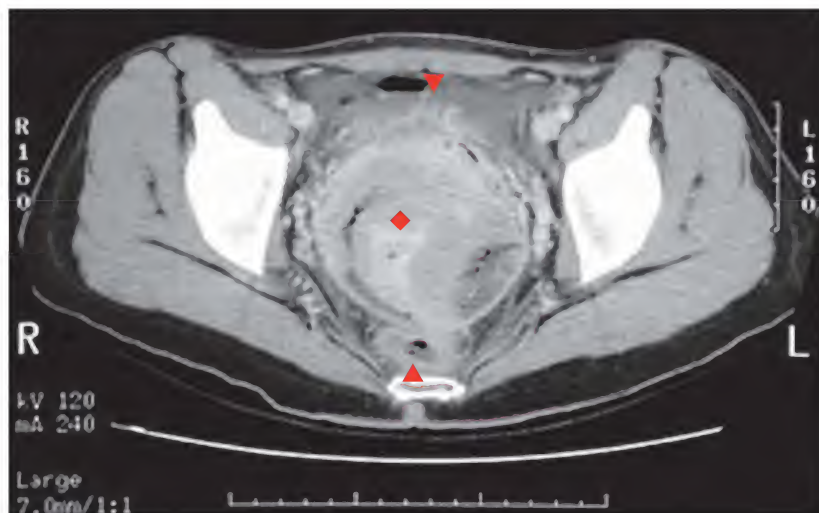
Carcinoma de células escamosas, tomografía computarizada
